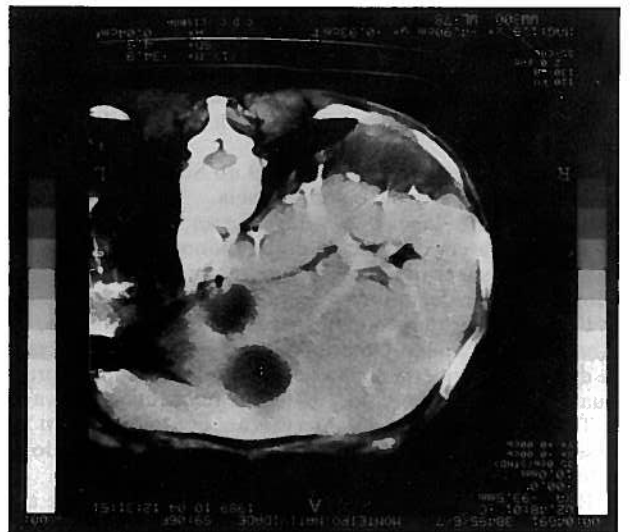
TAC Abdominal (após injeção de contraste).
